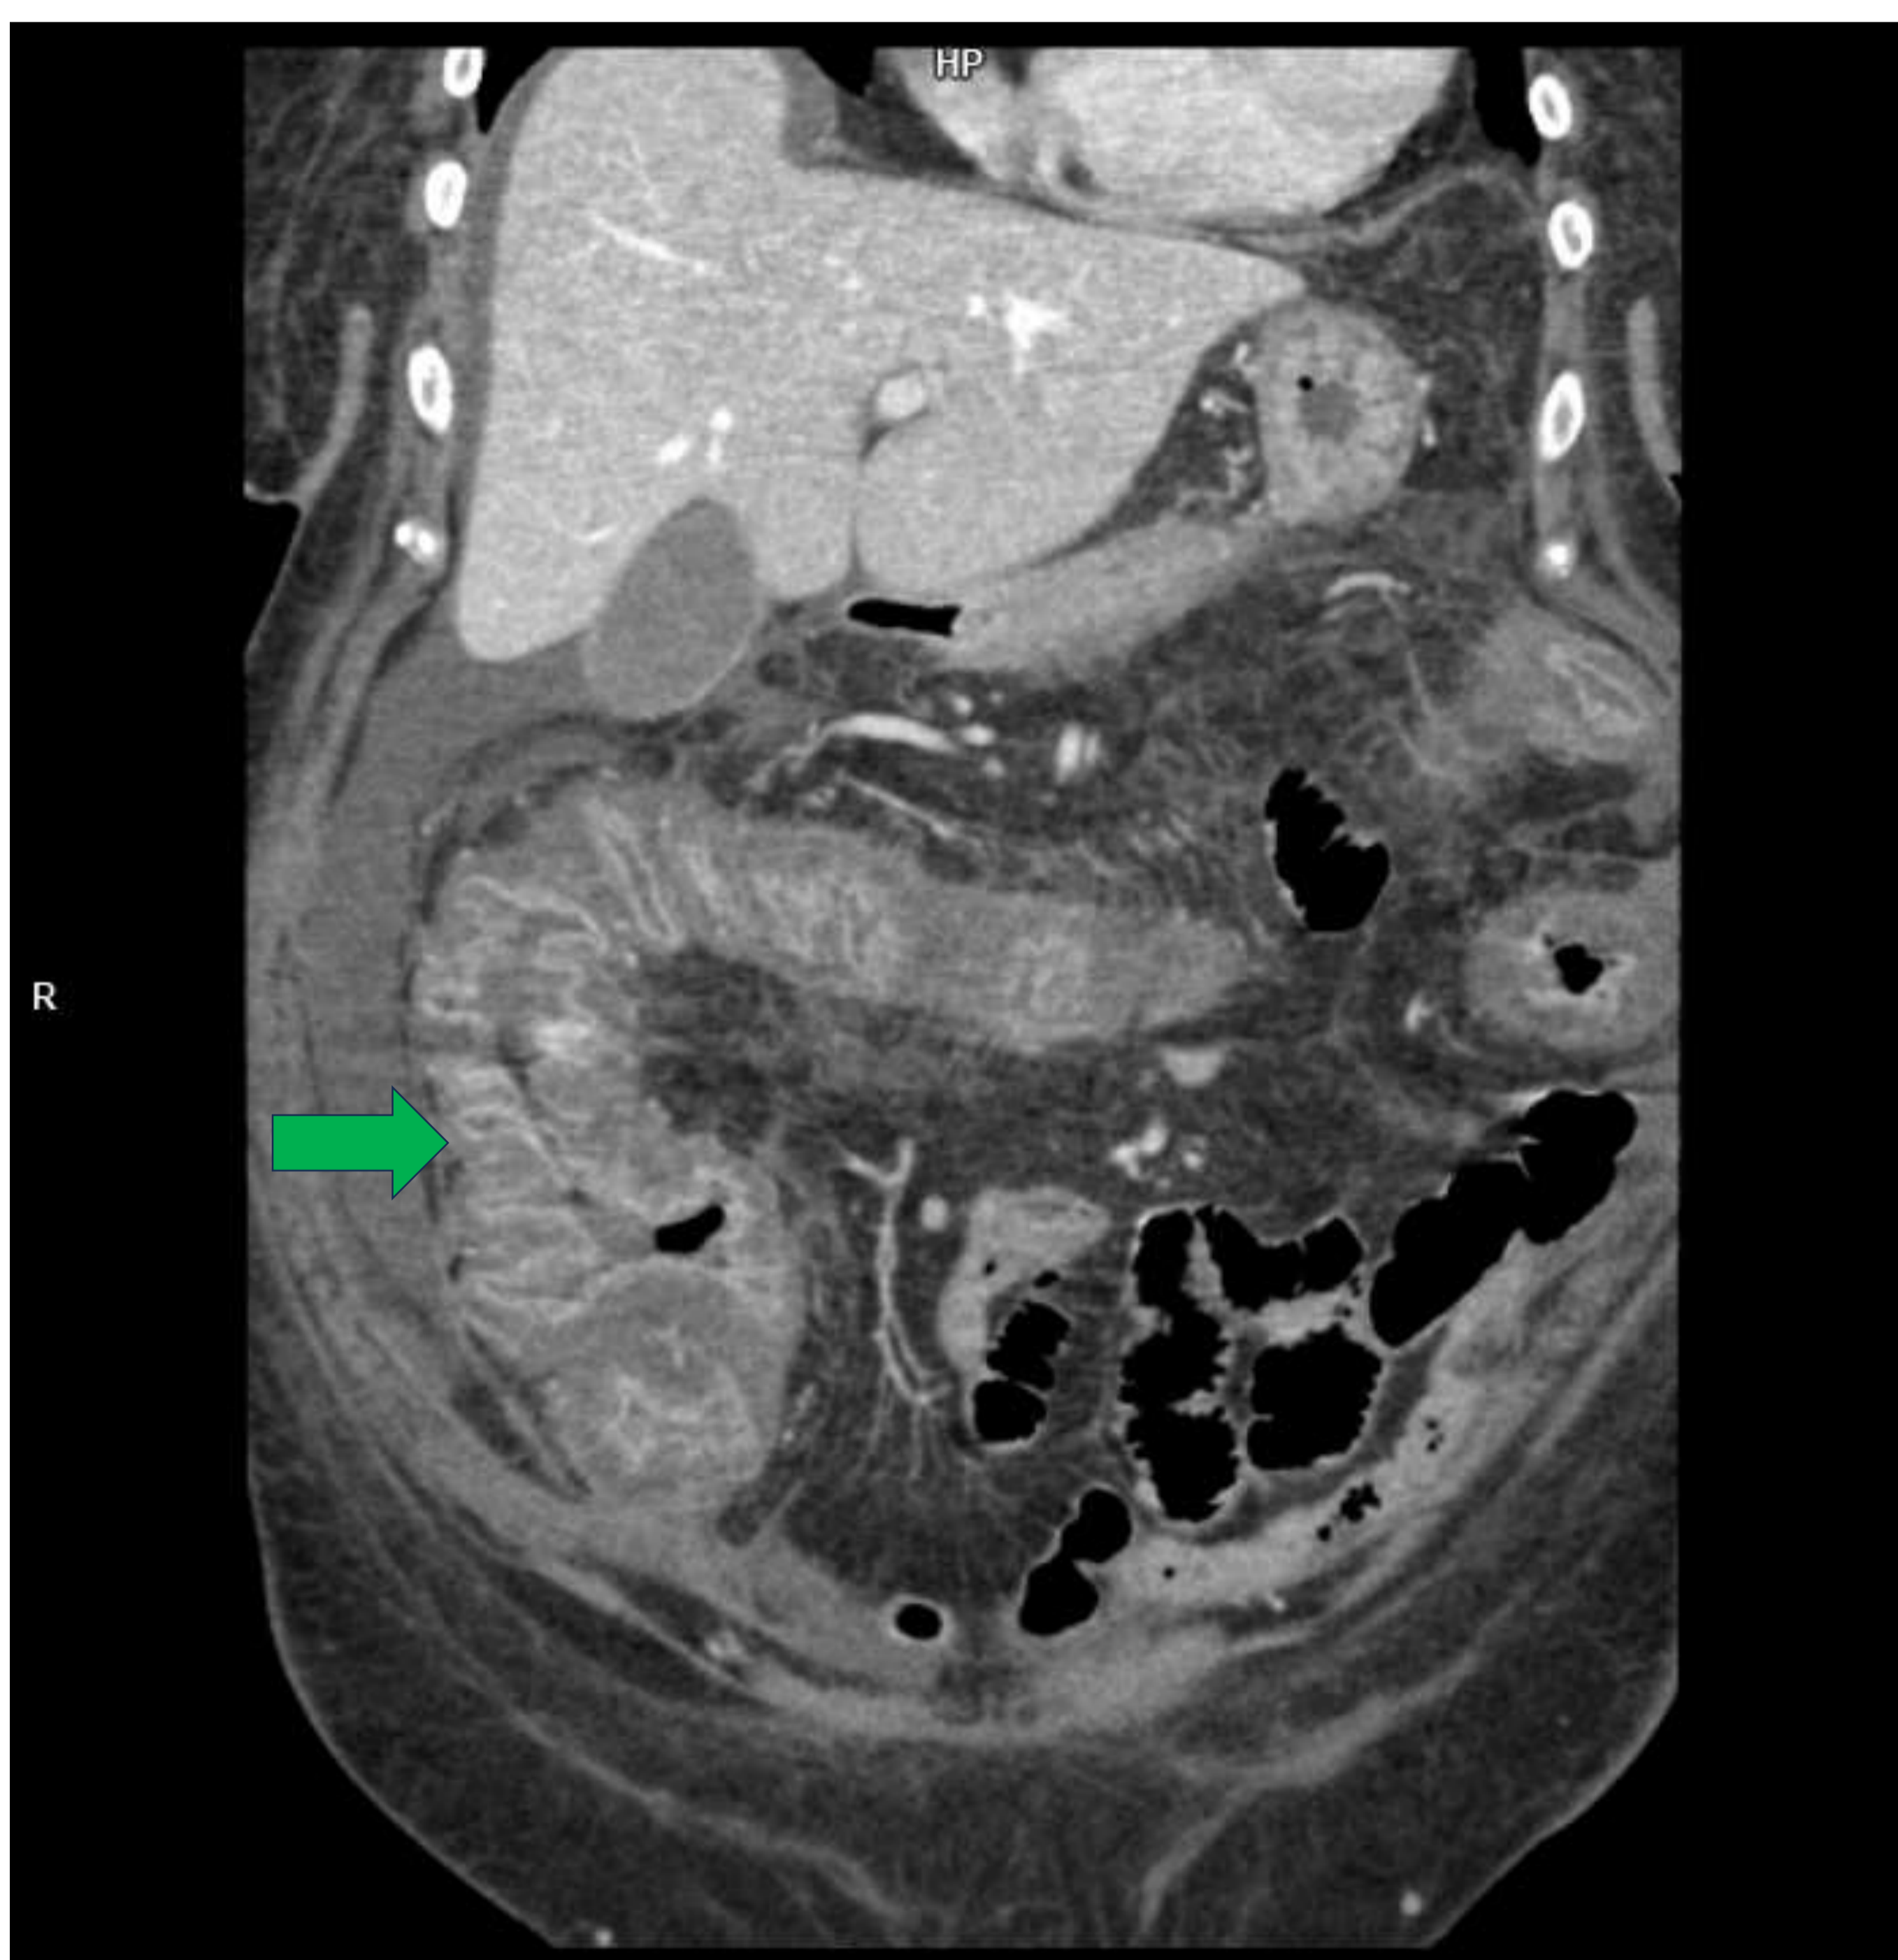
Colitis pseudomembranosa. TC abdominopélvico fase portal, corte coronal.
